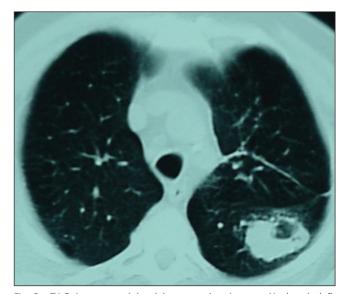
TAC: imagen nodular del tumor primario, apreciándose indefinición de bordes.
